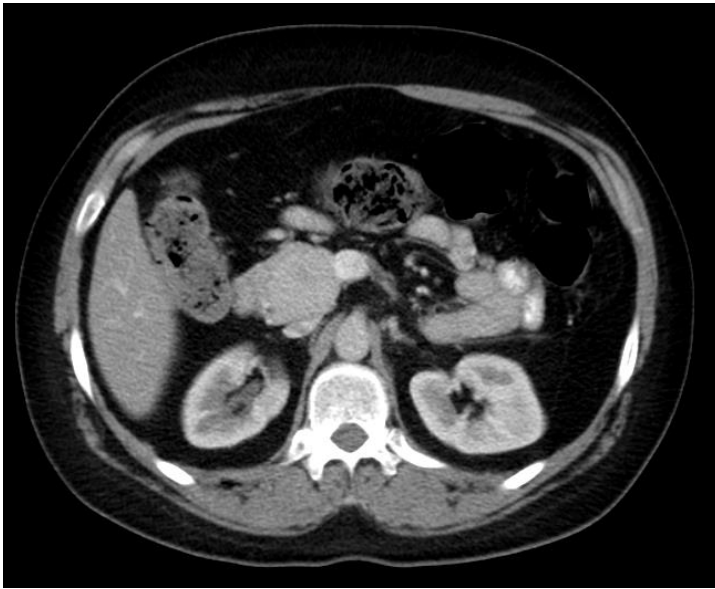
TAC de abdomen con protocolo para páncreas la cual evidencia lesión hiperdensa bien definida de 5 cm de diámetro mayor localizada en la región anterior de cabeza de páncreas.
